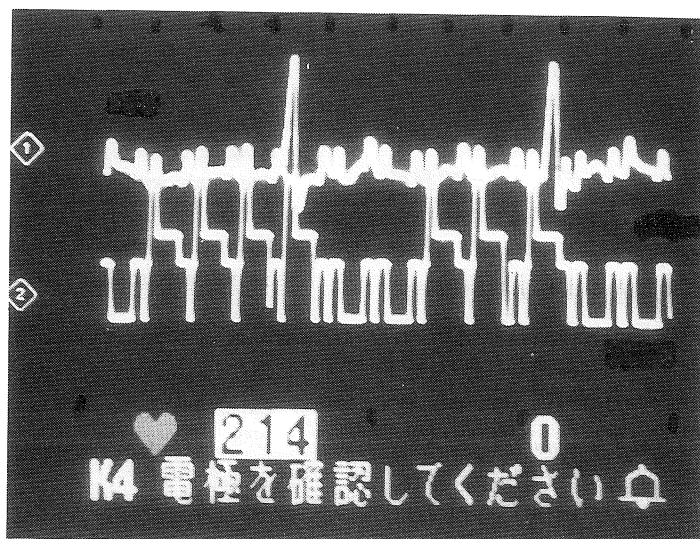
MRI 施行中の心電図・呼吸モニター. 上段：心電図；基線の乱れはあるがQRS波は確認
